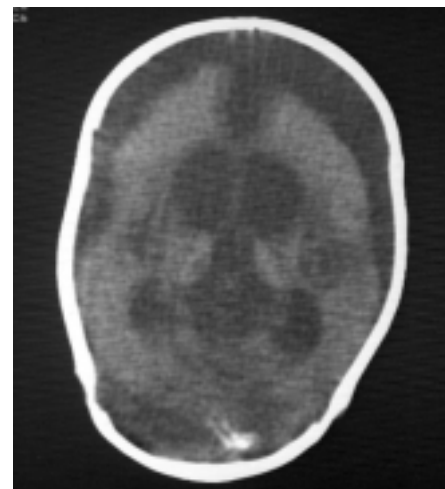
КТ ребенка в возрасте 28 дней с церебральной дисгенезией (лиссэнцефалия – пахигирия), хроническими субдуральными гематомами, гипоксическим поражением базальных ганглиев, неонатальными полиморфными судорогами (мультифокальные клонические и атипичные – апноэ).
